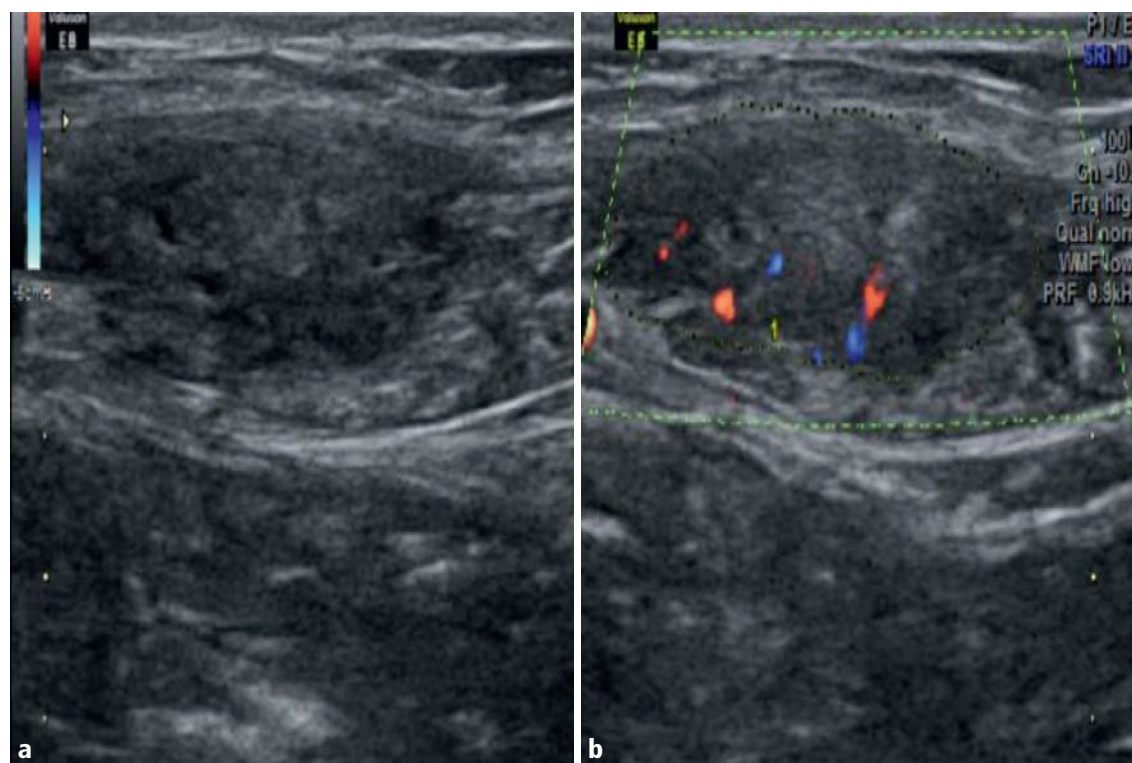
a, b Muscle grand droit droit, sonde superficielle, coupe transversale, mode B (a) et Doppler couleur (b).
